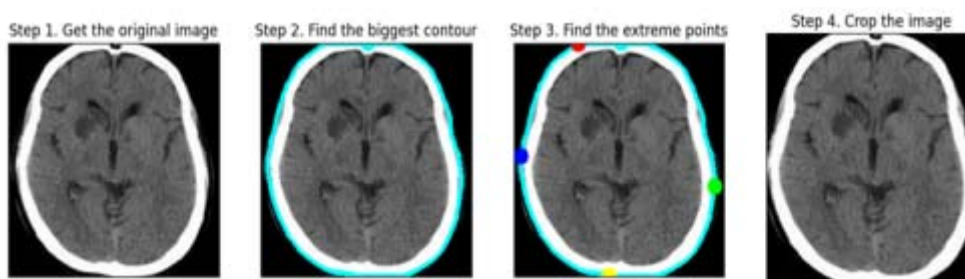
Outil de recadrage des images RM.
